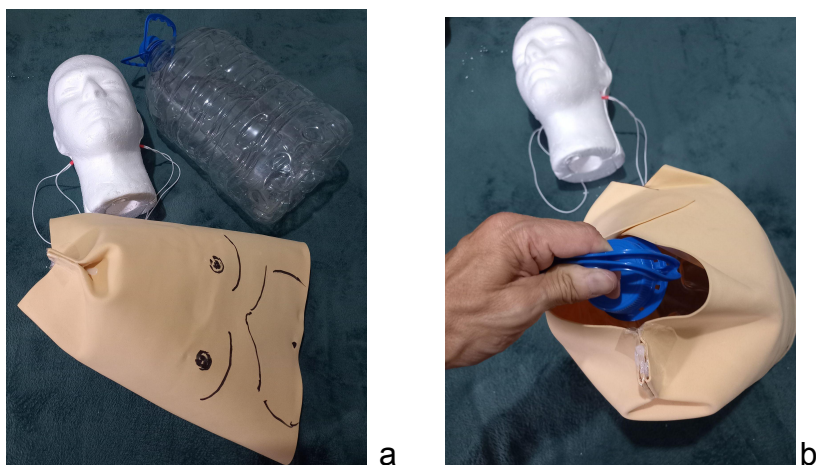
Com a cabeça solta da garrafa, é hora de retirar cuidadosamente o envelope da garrafa PET.
